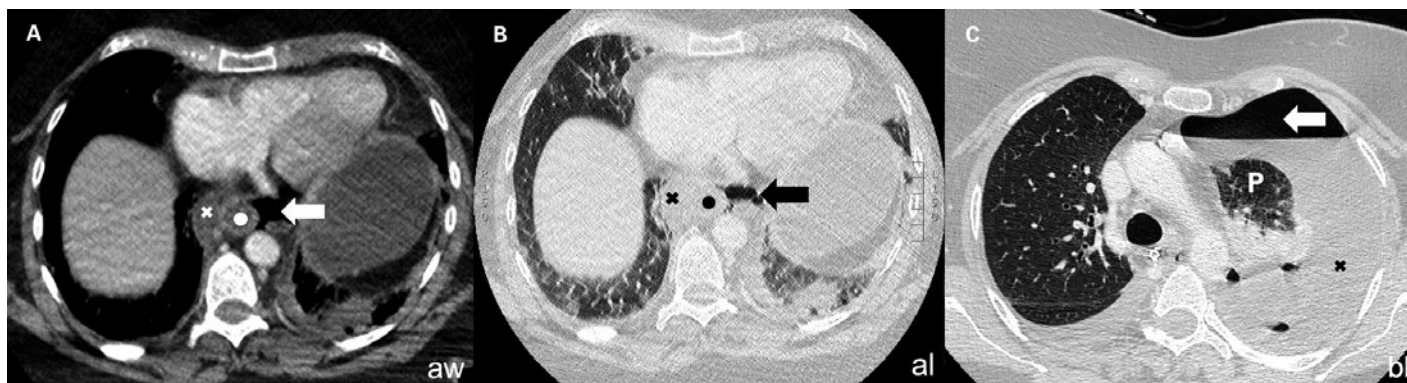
A) Fenêtre tissus mous, B) fenêtre pulmonaire: tomodensitométrie (TDM) initiale du thorax/de l'abdomen avec de l'air libre (flèche) et du liquide libre (croix) au niveau médiastinal autour de l'œsophage (point); jour 1, 7h35, début des symptômes à env. 5h00. C) Fenêtre pulmonaire: TDM thoracique 2 jours après l'admission: pneumothorax avec épanchement séreux prononcé du côté gauche (flèche: air, croix: liquide, P: poumon); jour 3, 11h45, dans le cadre d'une nouvelle exacerbation douloureuse et d'une dyspnée depuis env. 2 heures.
